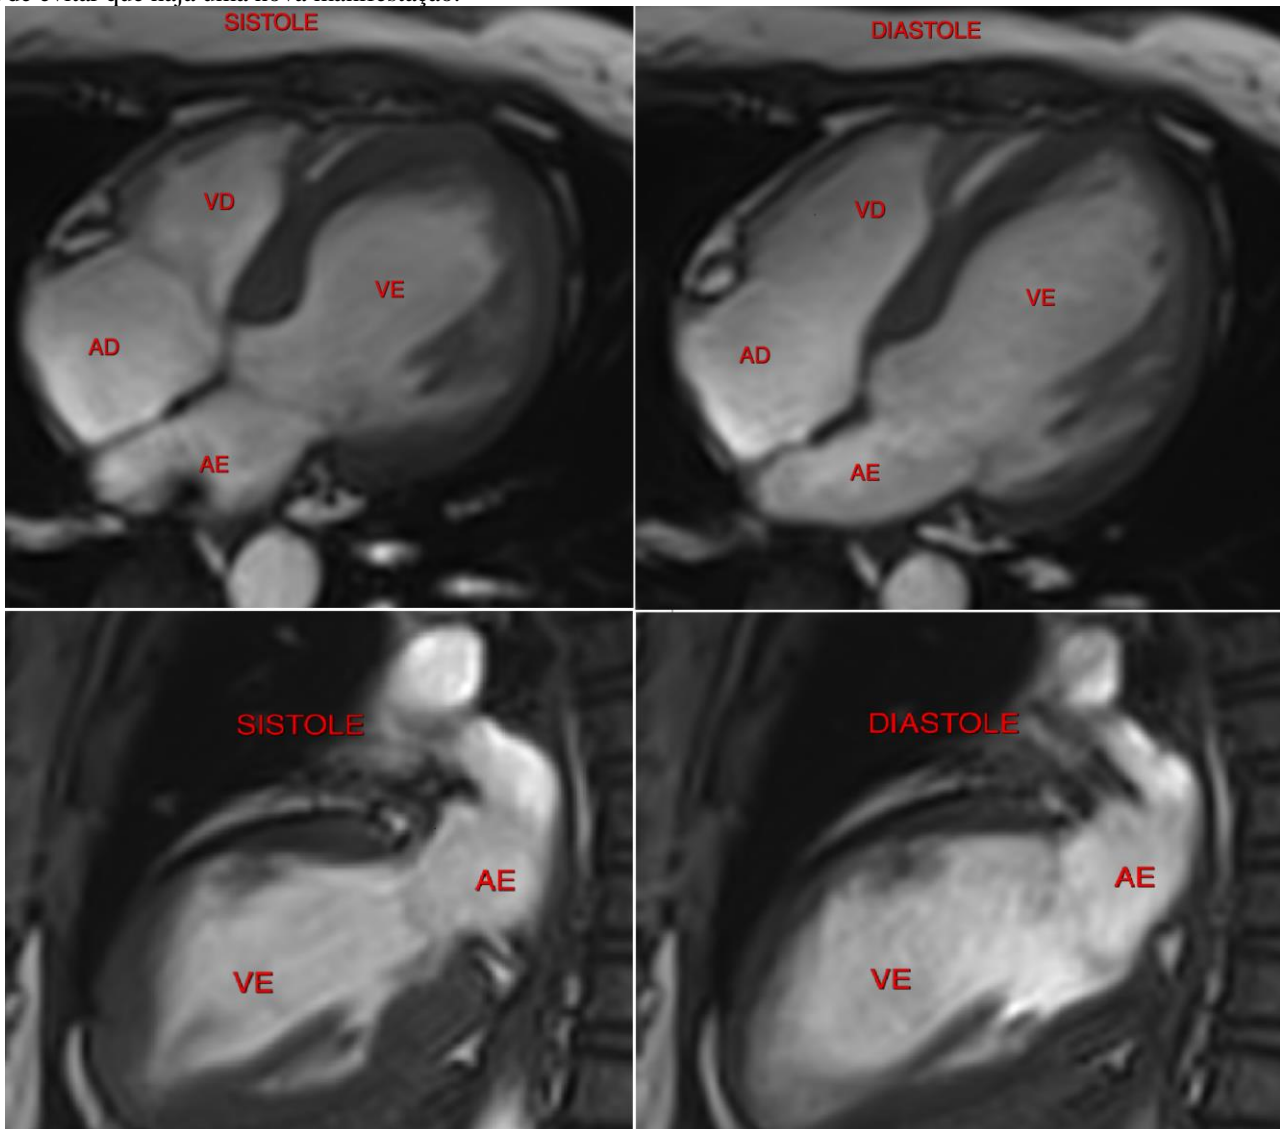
Ressonância cardíaca em 2 e 4 câmaras evidenciando discinesia em porção basal e contratilidade miocárdica preservada da porção apical do ventrículo esquerdo. Fonte: Elaborada pelos autores (2020).
